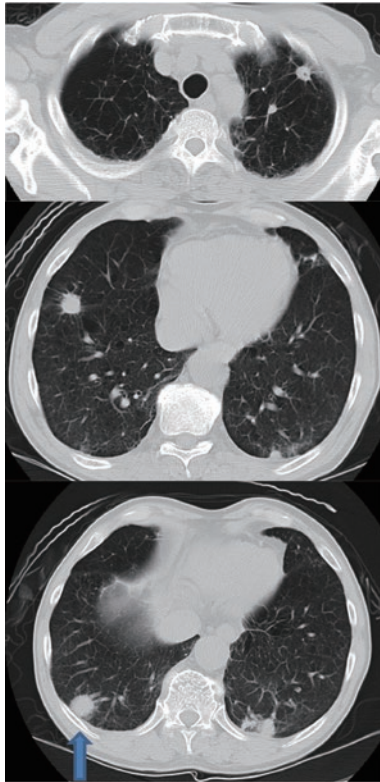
胸部CT. 両肺に多発結節影と気腫性変化を認めた. 生検した結節を矢印で示す.
